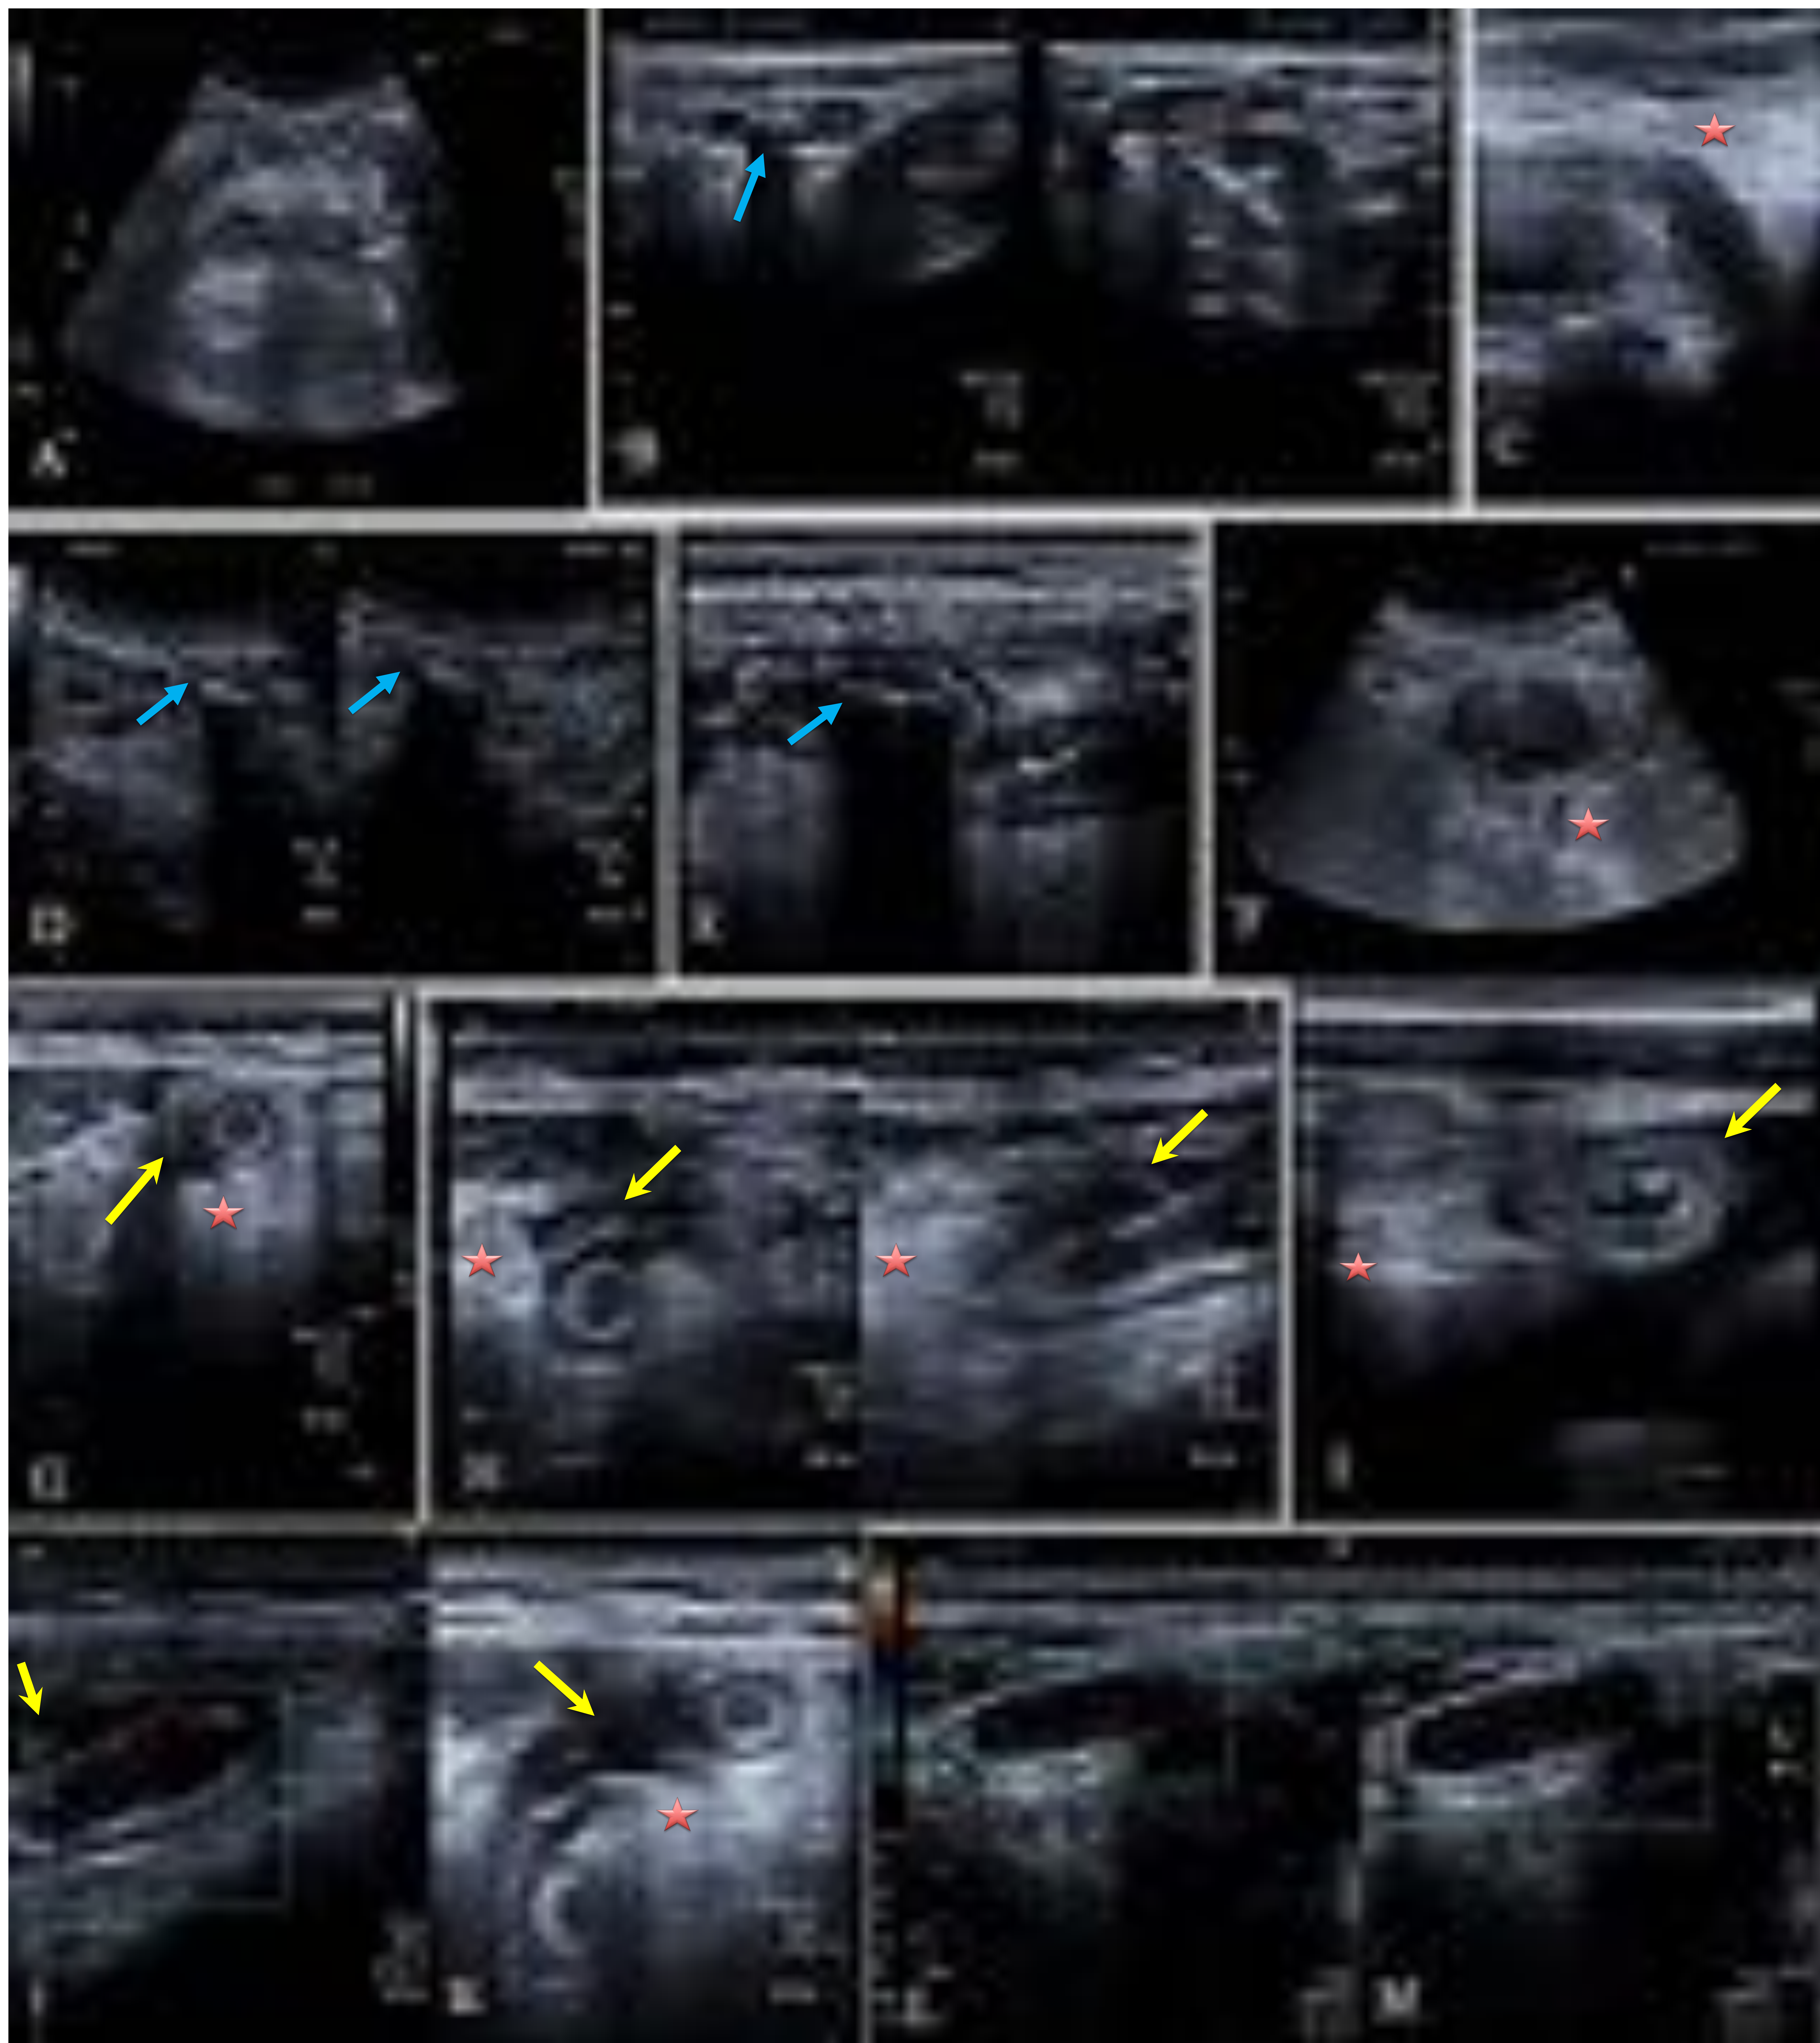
Imágenes ecográficas en modo B (figura A - I, K) y en modo Doppler color figuras: (I, L y M). Se observan distintos casos clínicos con hallazgos típicos por US de apendicitis aguda, confirmados por anatomía patológica. En la figura A: se observa una apendicitis aguda asociado a plastrón, en las figuras G a J se observa liquido libre periapendicular (flecha amarilla), en las figuras. I, L y M se objetiva hiperemia. Hiperecogenicidad de la grasa ★. Apendicolito (flecha azul).
